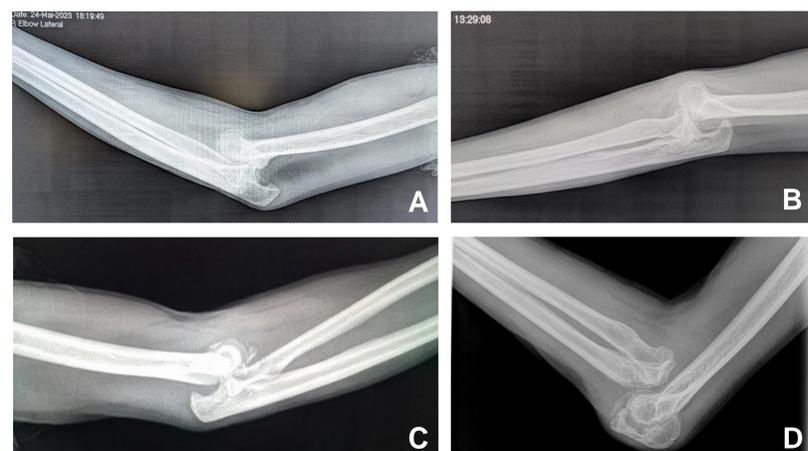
A-D. Radiografía lateral preoperatoria de los 4 casos intervenidos, con diagnóstico de luxación inveterada de codo. La última (D), con pseudoartrosis de olécranon asociada.
